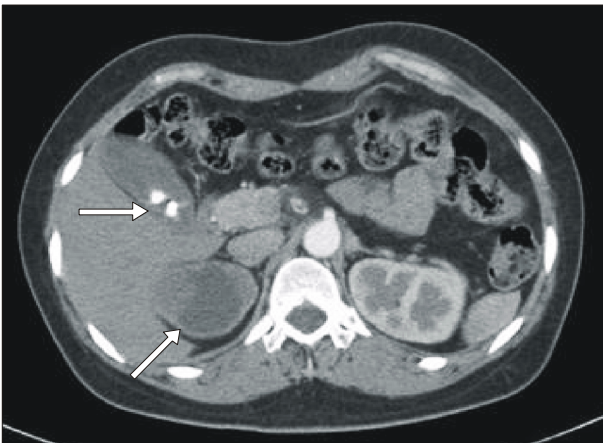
Contrast enhanced computed tomography demonstrates multiple gallbladder stones with mild gallbladder wall thickening and right pelvis dilatation.
